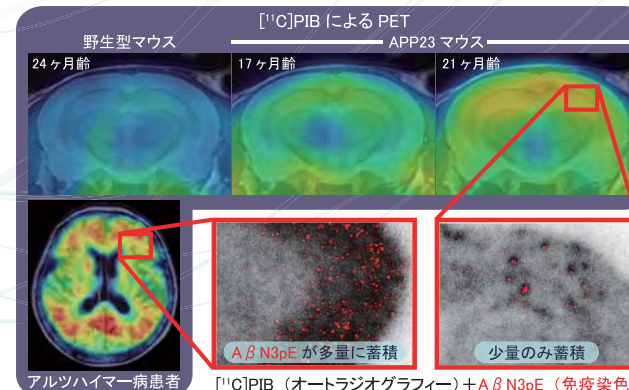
老人斑 PET が検出する $A\beta$ サブタイプの同定
